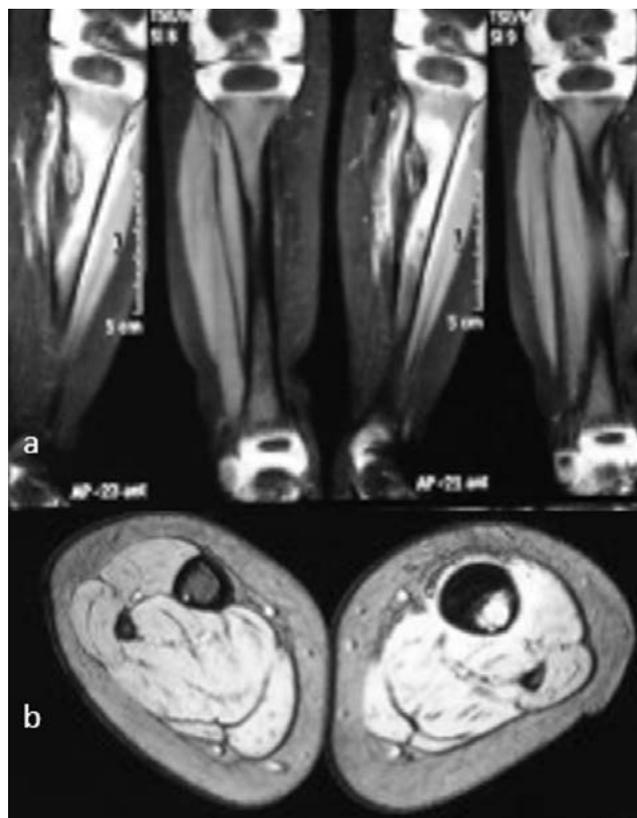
RMN simple de pierna izquierda: a) Corte coronal: b) Corte Axial
